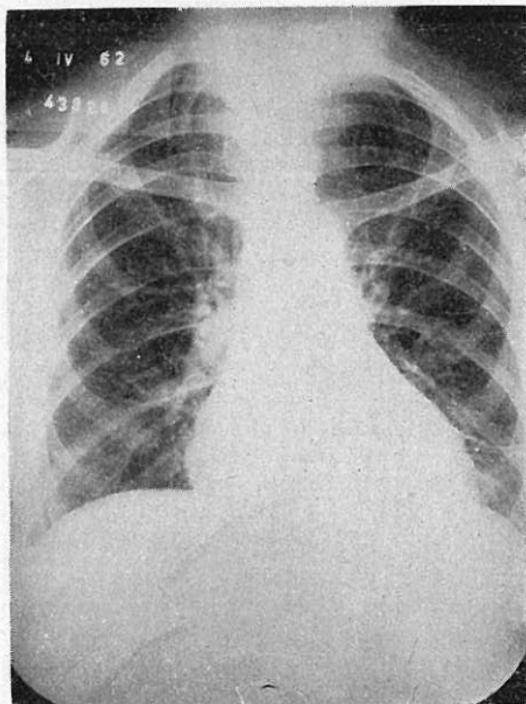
Tele-radiografía de tórax que muestra desmineralización avanzada. Nótese la transparencia de las sombras costales.
